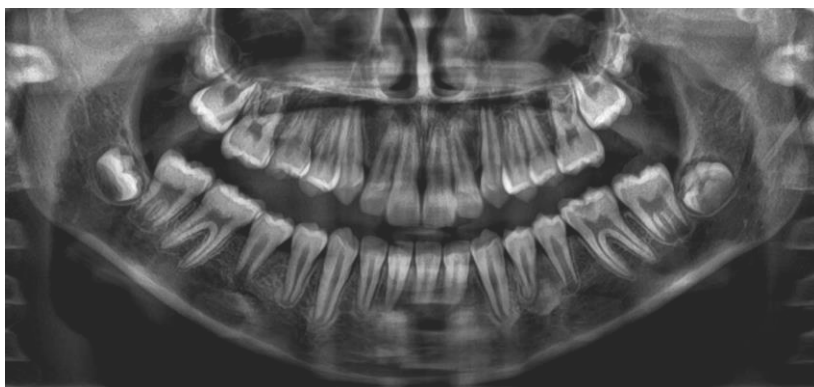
Radiografia panorâmica inicial da paciente A.K.S.G. Fonte: Arquivo pessoal.
